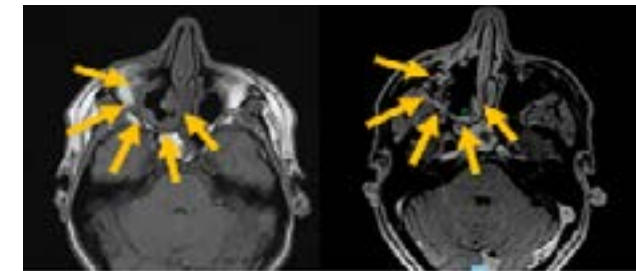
Ressonância magnética pré-imunoterapia, demonstrando lesão infiltrativa no seio maxilar direito, com extensão à fossa nasal e ao canal infraorbitário.
